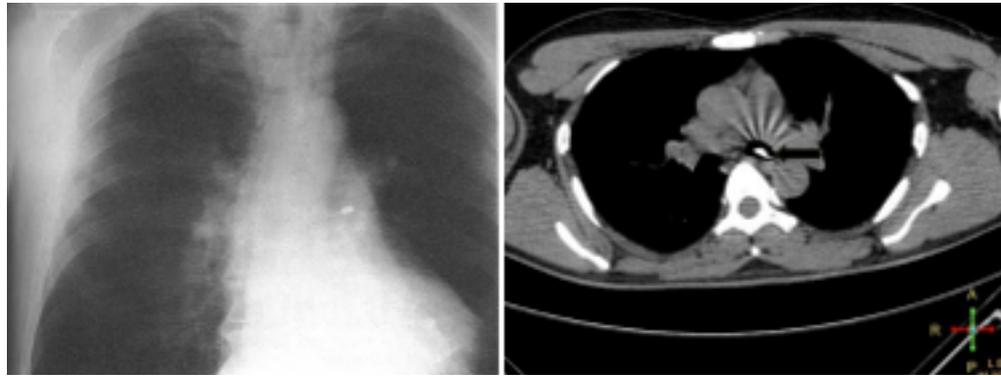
Radiographie (à gauche) et vue axiale d'un scanner (à droite) montrant la présence d'un instrument endodontique dans la bronche gauche suite à une inhalation accidentelle [26,44].
